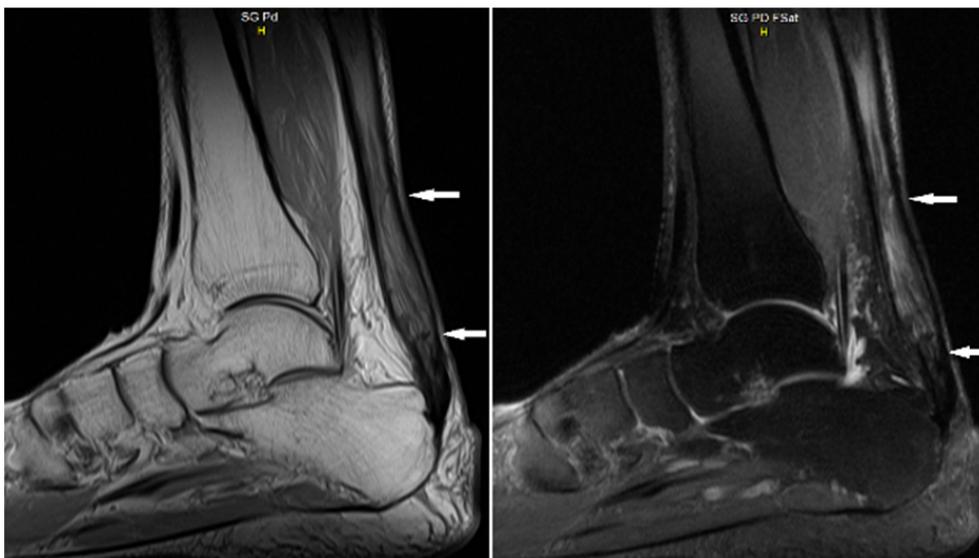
МРТ левой голени пациентки Д. Сагиттальные срезы.
